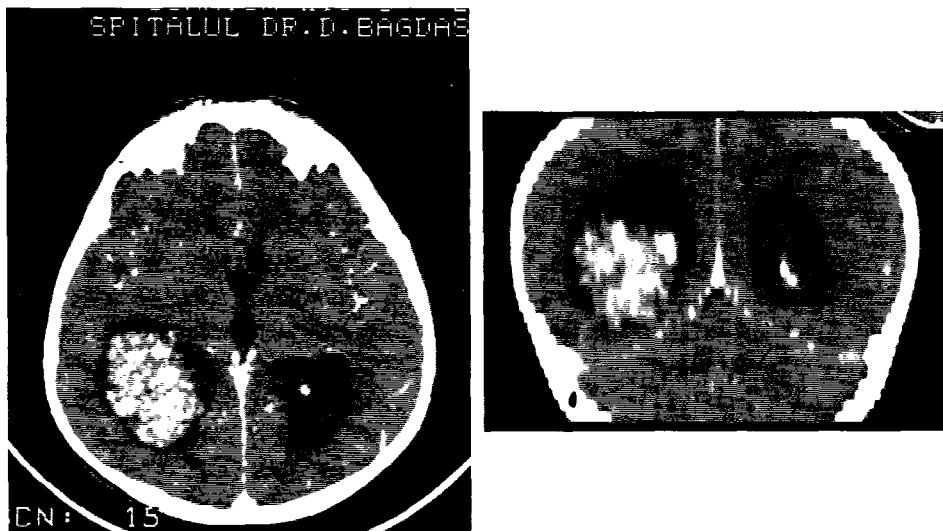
3B. 6a, 3. 3B. 6b. Aspect CT de papilom de plex coroid.
